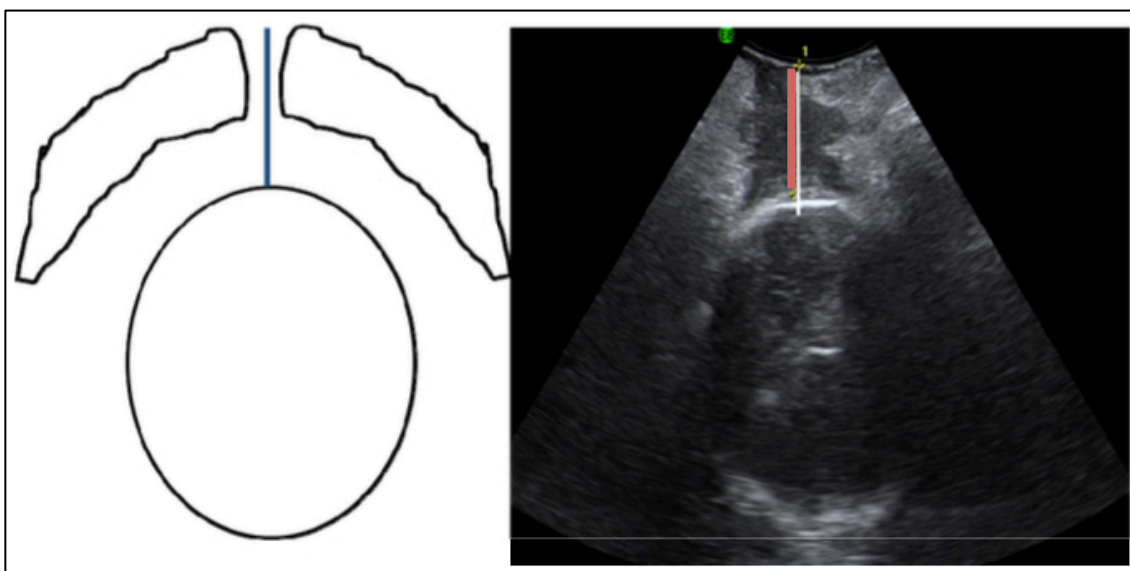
Distancia periné cabeza fetal (HPD). Tomado de: Borrero González C. Ecografía translabial intraparto como predictor de la dificultad en la instrumentación con vacuum. Tesis Doctoral. Sevilla: Departamento de cirugía, Universidad de Sevilla; 2014 (modificado).
